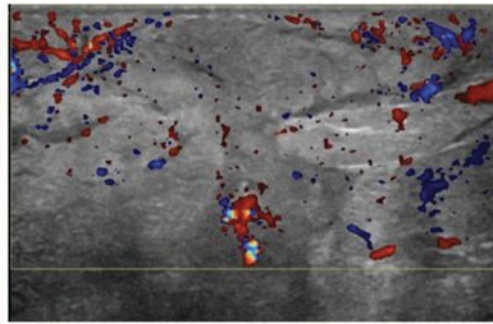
Mastite del quadrante interno superiore del seno destro con ecografia che mostra iperemia e edema senza raccolta di liquidi.
